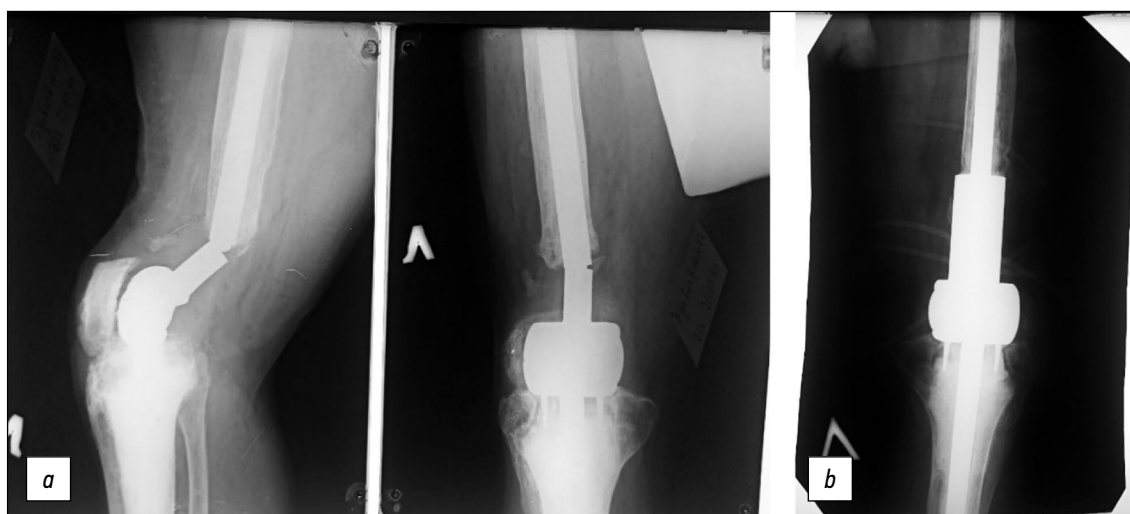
Рентгенограммы: *a* — до, *b* — после замены удлинённой ножки бедренного компонента эндопротеза Сиваша на её усиленный вариант.
